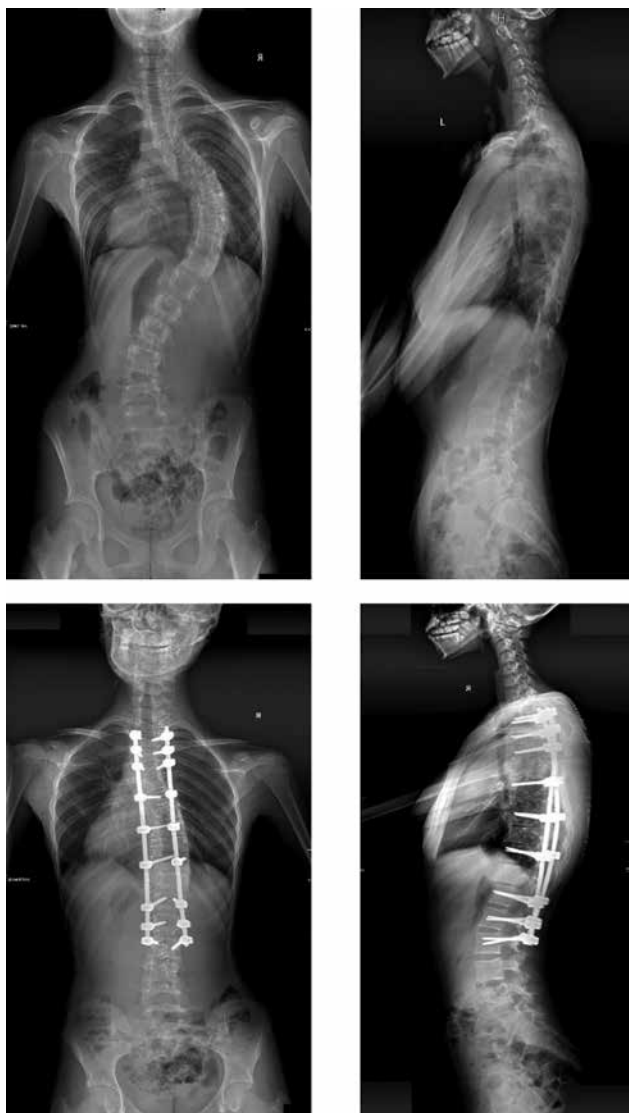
Рентгенограммы позвоночника пациентки Ч. 12 лет стоя в 2-х проекциях до и после хирургической коррекции деформации
